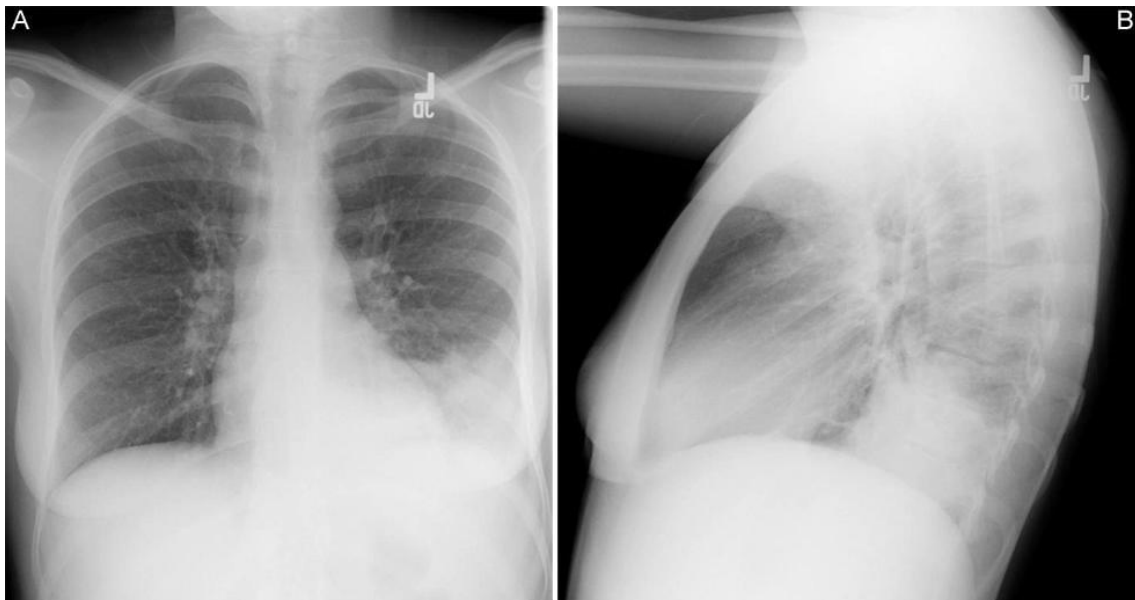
Radiografía anteroposterior de un niño con un infiltrado en el lóbulo inferior izquierdo. (B) Radiografía lateral del mismo niño con un infiltrado en el lóbulo inferior izquierdo.
